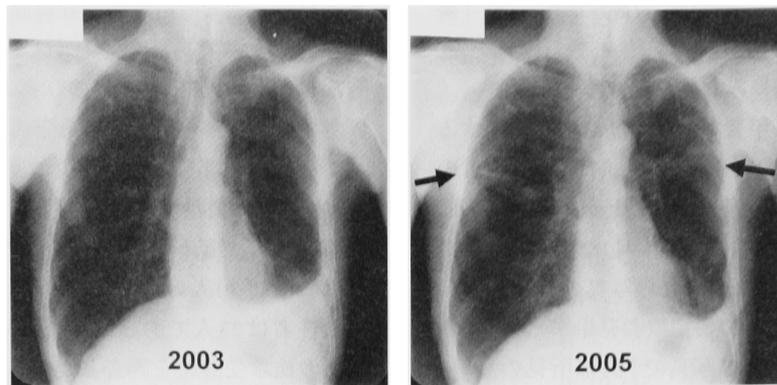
Chest X-ray pictures in 2003 and 2005 of Case No.1
